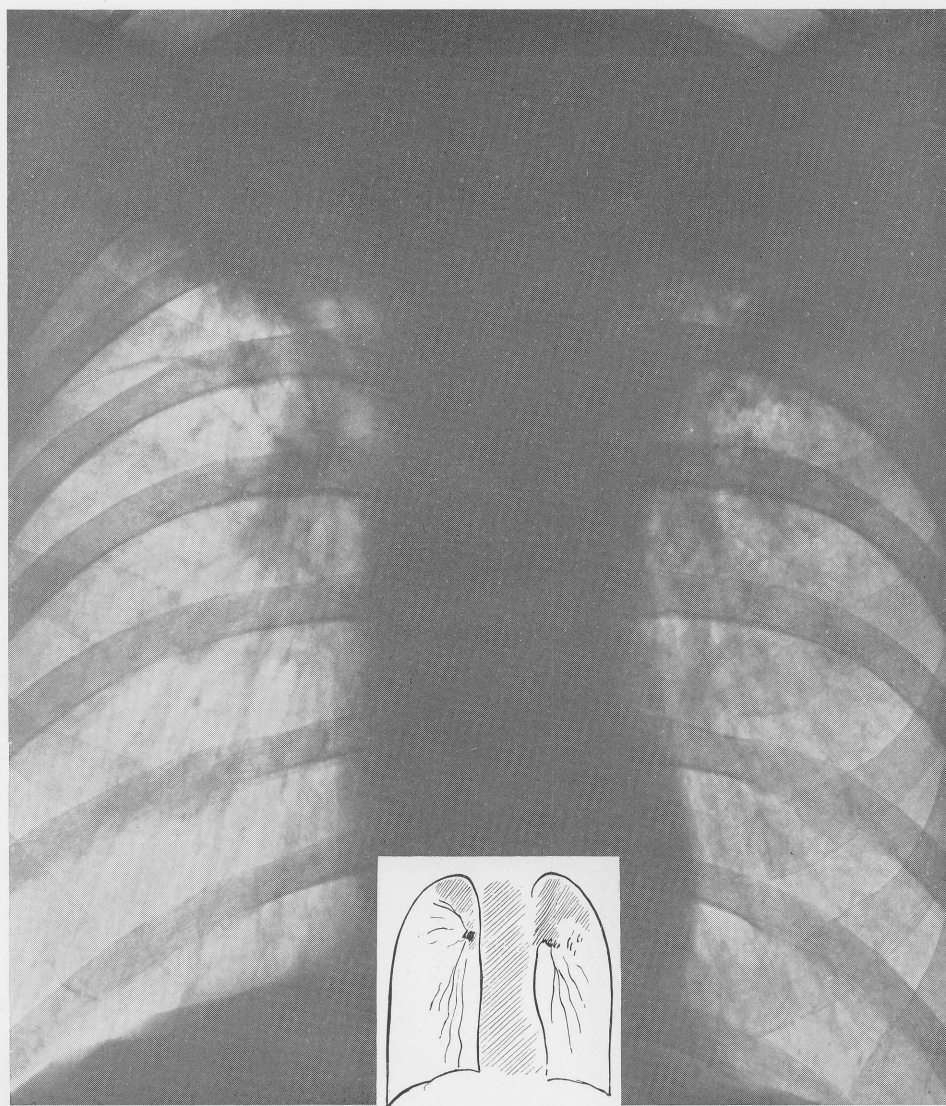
Cirrhotisk lungtuberkulos. 50-årig man, som länge har lidit av andfäddhet och bronkit. Röntgen visar massiv slöjighet på de starkt skrunpnade överloberna, som har dragit båda hilusområdena kraftigt uppåt. Arteria pulmonalis' förgreningar tecknar sig som strålar från en dusch i de emfysematiska underloberna.
